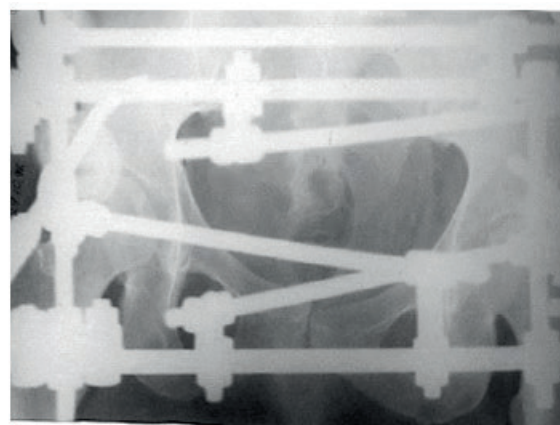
Фотоотпечаток с рентгенограммы больной Г., 34 года, и.б. №20926, после операции
